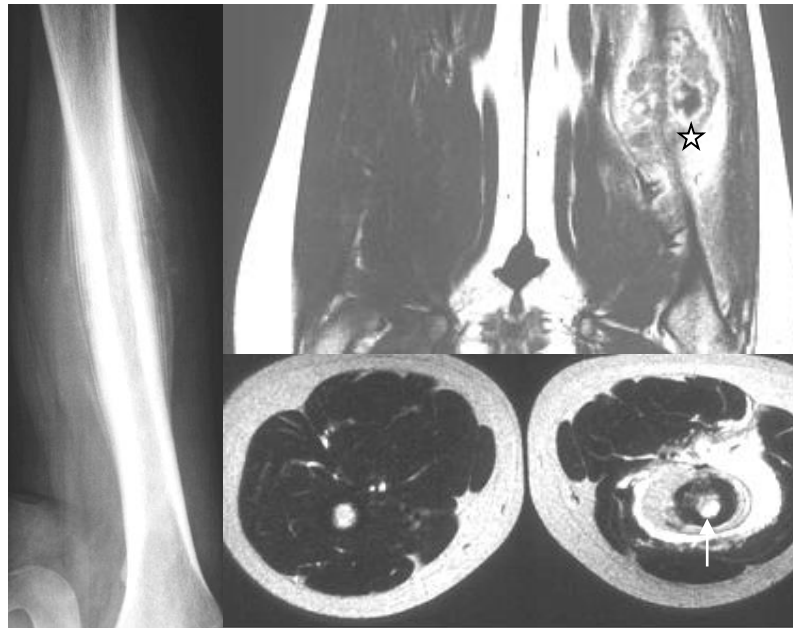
Рентгенограма в прямій проекції та МРТ T1-, T233 у фронтальній і аксіальній площинах. Саркома Юінга – у діяфізі стегнової кістки визначається веретеноподібний гіперостоз за рахунок частково- та звапнянених періостальних накладень ("цибулинний" періостоз). На МРТ визначається інфільтрація кісткового мозку (стрілка) та параоссальний, муфтоподібний м'якотканинний компонент, який інфільтрує прилеглі тканини – зірочка (за Reimer P. et al.).
